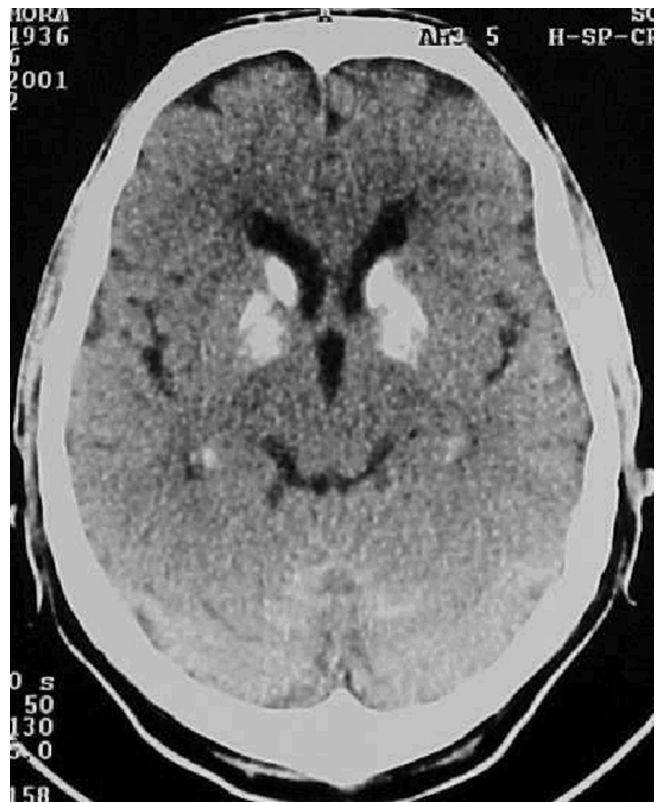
Native Computertomographie des Kopfes bei einem Patienten, der 40 Jahre lang Calcium-Injektionen erhalten hat: Verkalkung der Basalganglien beidseits.
